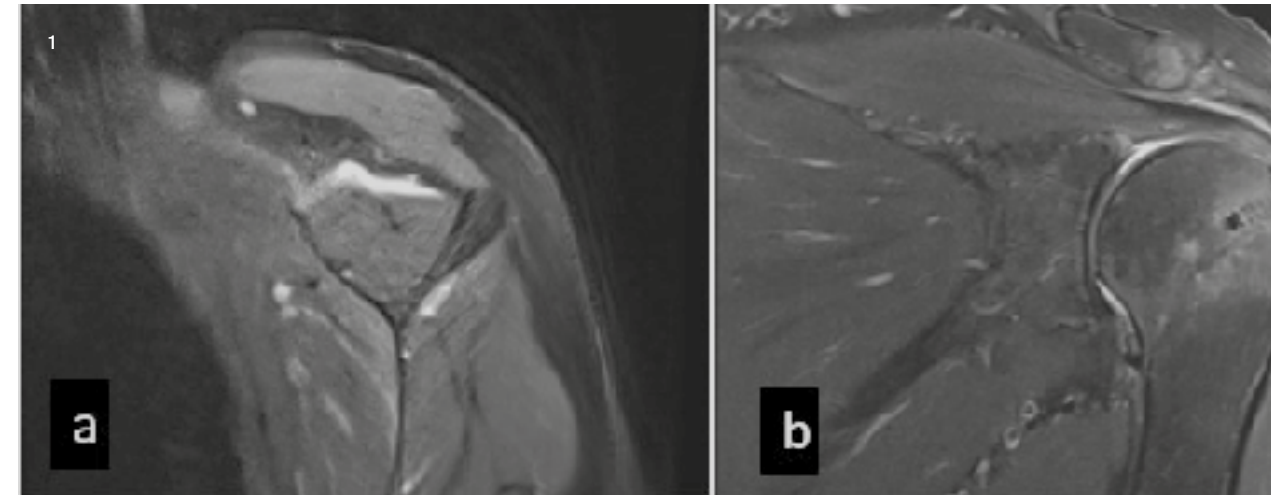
(a) Sagittale Ansicht der MRT-Aufnahme, die keine wesentlichen Anzeichen einer Atrophie zeigt; (b) Erfolgreiche arthroskopische Rekonstruktion der Manschette
